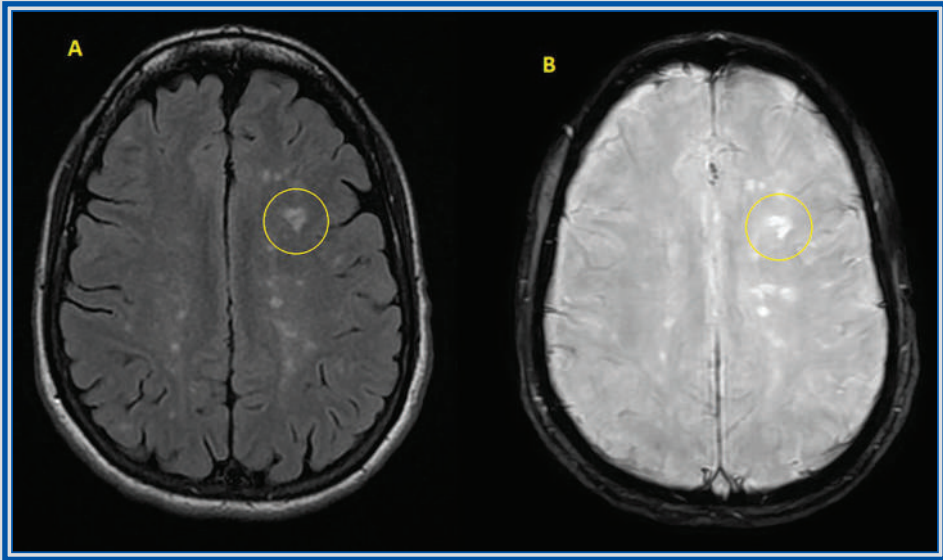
Capítulo 3. IRM de encéfalo con cortes axiales en T2 FLAIR (A), SWI (B), en las que se identifican lesiones desmielinizantes subcorticales que presentan signo de la vena central en secuencias SWI (B).
